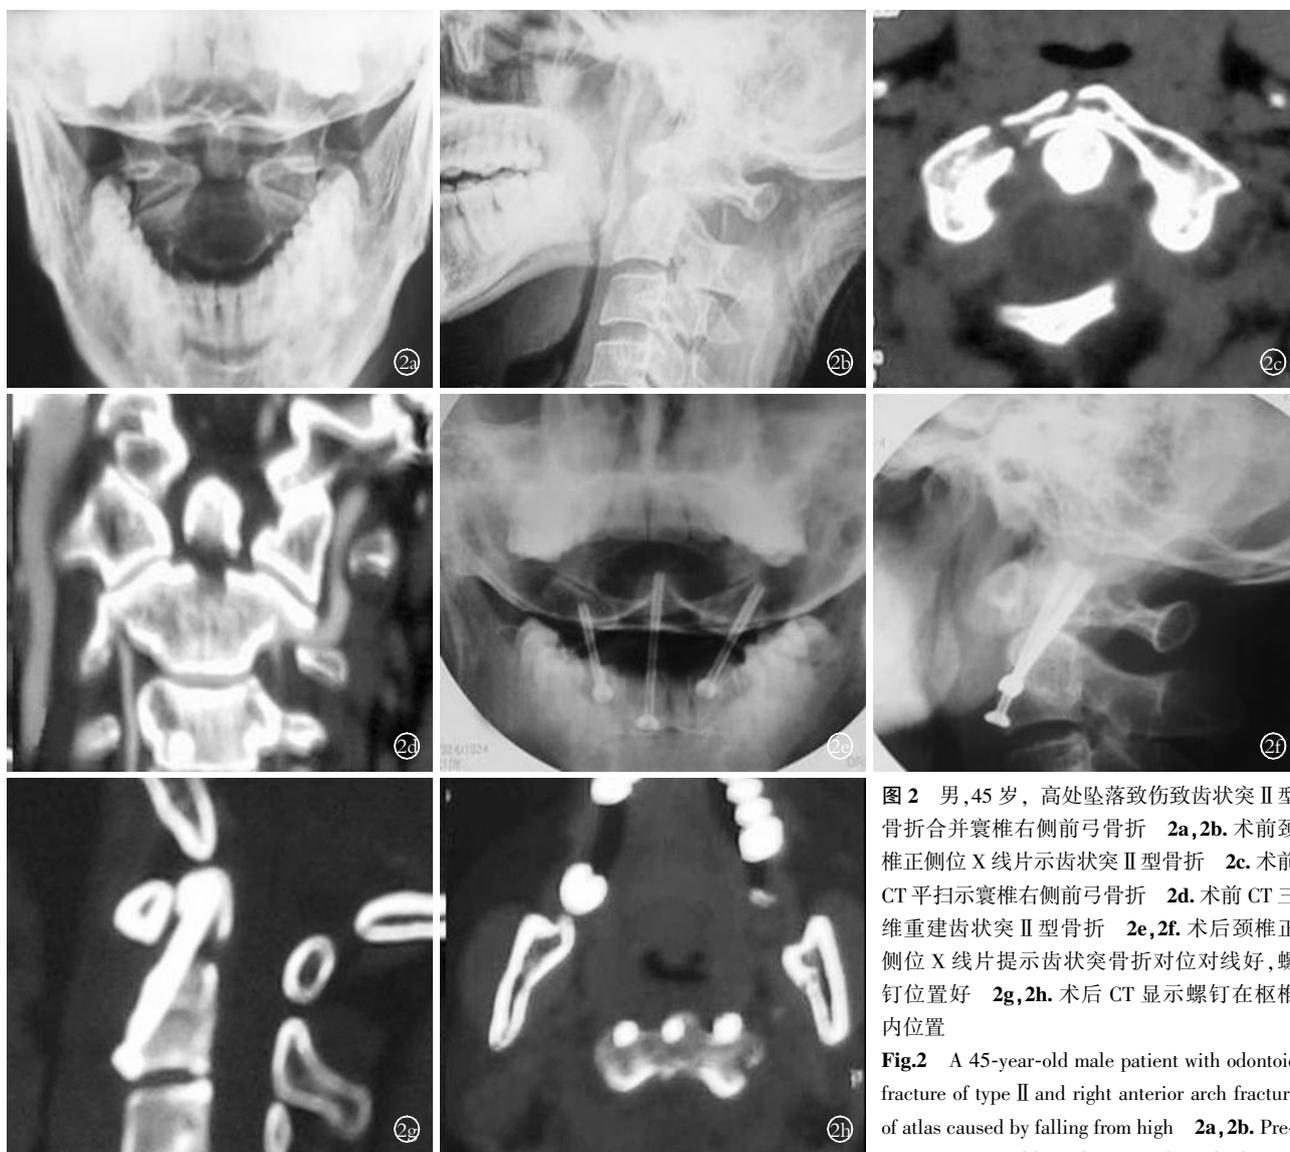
男,45 岁,高处坠落致伤致齿状突 II 型骨折合并寰椎右侧前弓骨折 2a,2b。术前颈椎正侧位 X 线片示齿状突 II 型骨折 2c。术前 CT 平扫示寰椎右侧前弓骨折 2d。术前 CT 三维重建齿状突 II 型骨折 2e,2f。术后颈椎正侧位 X 线片提示齿状突骨折对位对线好,螺钉位置好 2g,2h。术后 CT 显示螺钉在枢椎内位置
